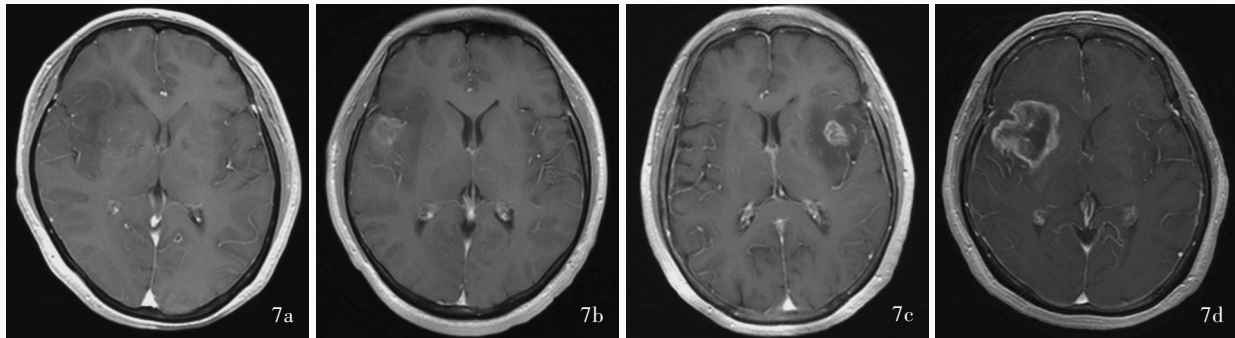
头部MRI增强扫描所见 7a 女性患者,59岁,诊断为IDH1突变型胶质瘤(WHO III级)。横断面增强T<sub>1</sub>WI未见强化征象 7b 男性患者,38岁,诊断为IDH1突变型胶质瘤(WHO III级)。横断面增强T<sub>1</sub>WI显示弱强化 7c 女性患者,71岁,诊断为IDH1野生型胶质瘤(WHO III级)。横断面增强T<sub>1</sub>WI显示明显强化 7d 女性患者,67岁,诊断为IDH1野生型胶质瘤(WHO IV级)。横断面增强T<sub>1</sub>WI显示明显强化
